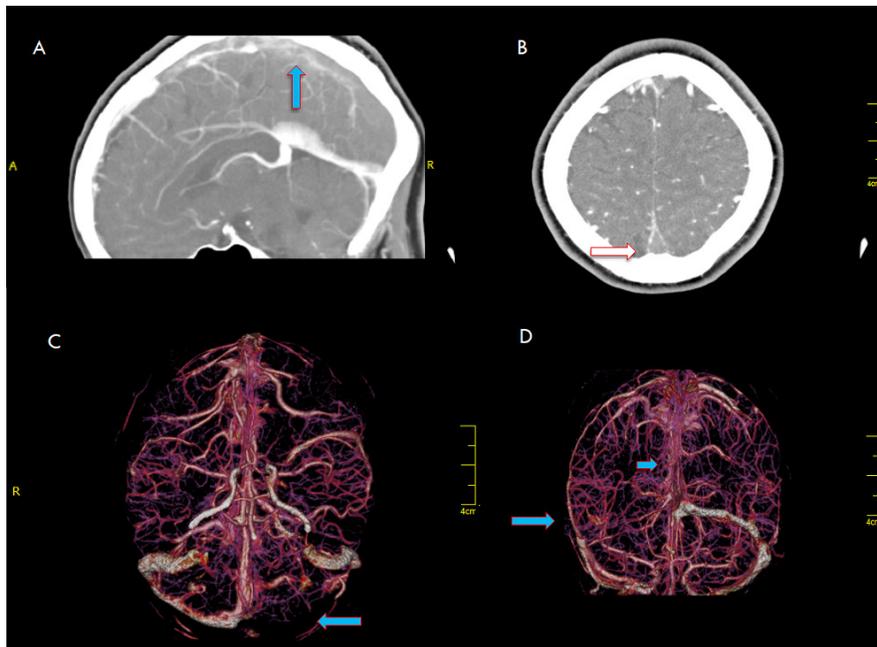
Angiografía por tomografía de cráneo contrastada. A) Corte sagital que evidencia hiperdensidad espontánea del seno longitudinal superior, la cual se observa también en el corte axial (B)
